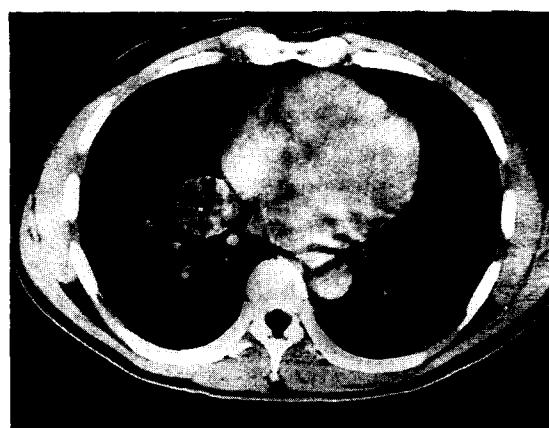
증례1 환자의 술전 흉부 CT소견
